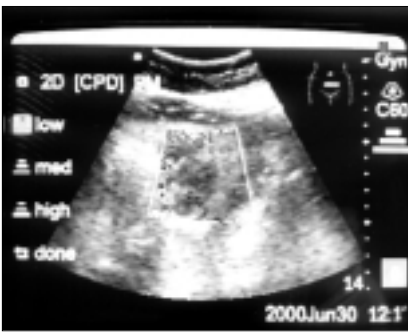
Ультразвуковая томограмма злокачественной лимфомы в срединном сегменте селезенки с распространением в зону ворот: в режиме энергетического «доплера» кровотока в очаге резко ослаблен и деформирован
